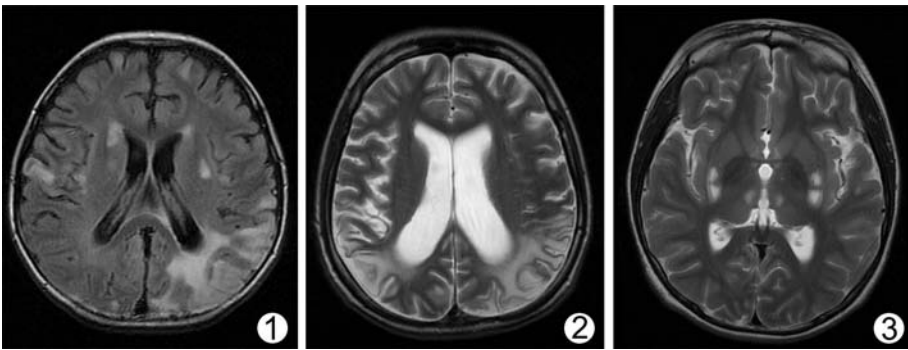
男,7岁。轴位 T2 FLAIR 像,显示双侧颞叶、枕叶、基底节、额叶可见斑片状高信号,双侧侧脑室对称性略扩张 图2 女,31岁。轴位 FSE T2WI,显示双侧顶叶灰白质大致对称性异常高信号,双侧侧脑室对称性扩张,双顶叶脑萎缩表现 图3 男,13岁。轴位 FSE T2WI,显示双侧豆状核、双侧丘脑对称性斑片状高信号
